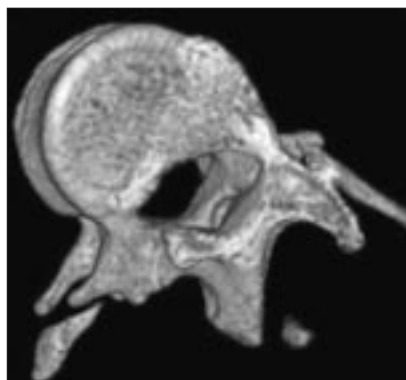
КТ Th3 позвонка. Трехмерная реконструкция. Отмечается гипоплазия поперечного отростка справа. Диаметр ножки дуги слева 3 мм
